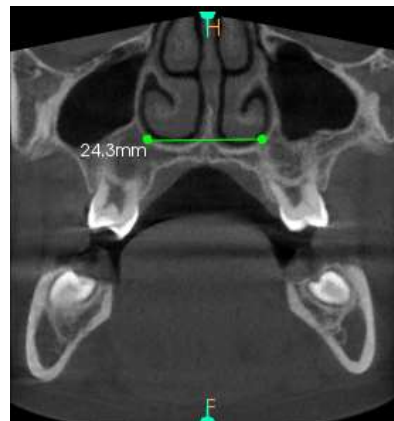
Corte coronal CBCT. Ancho transversal de la base de las fosas nasales a nivel posterior.
